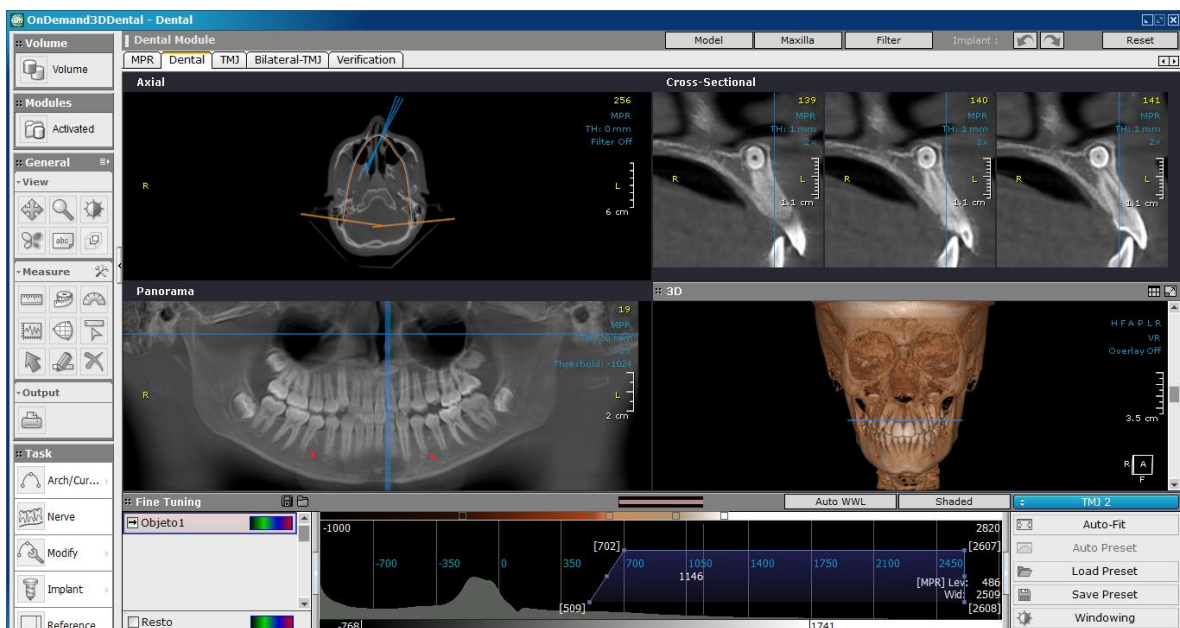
Diferentes cortes de estructuras óseas y dentales en una CBCT.
